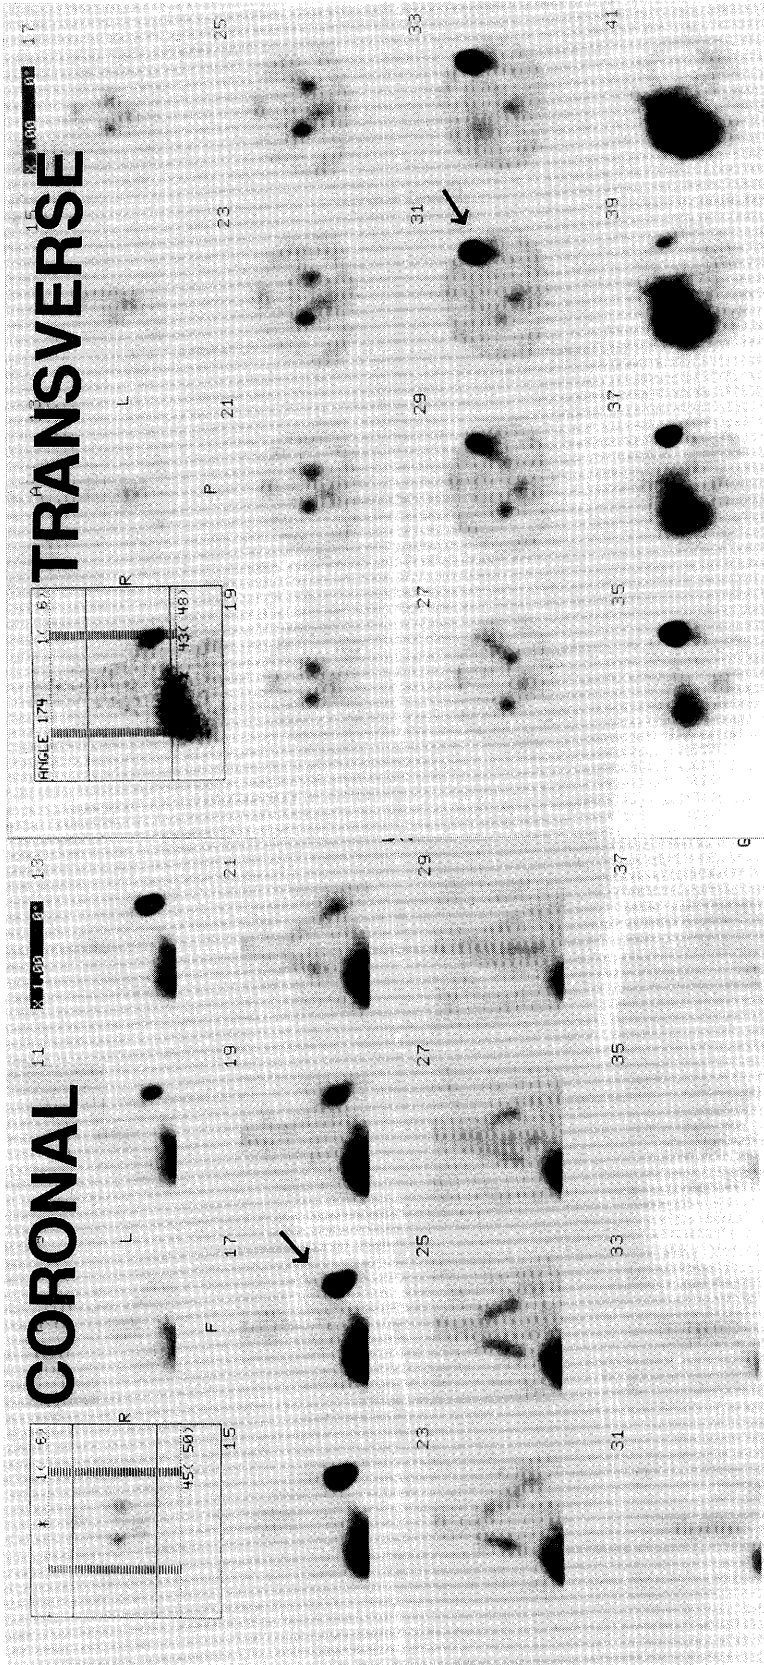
(B) : The second Tl-201 SPECT 1 month after anti-biotics therapy.
